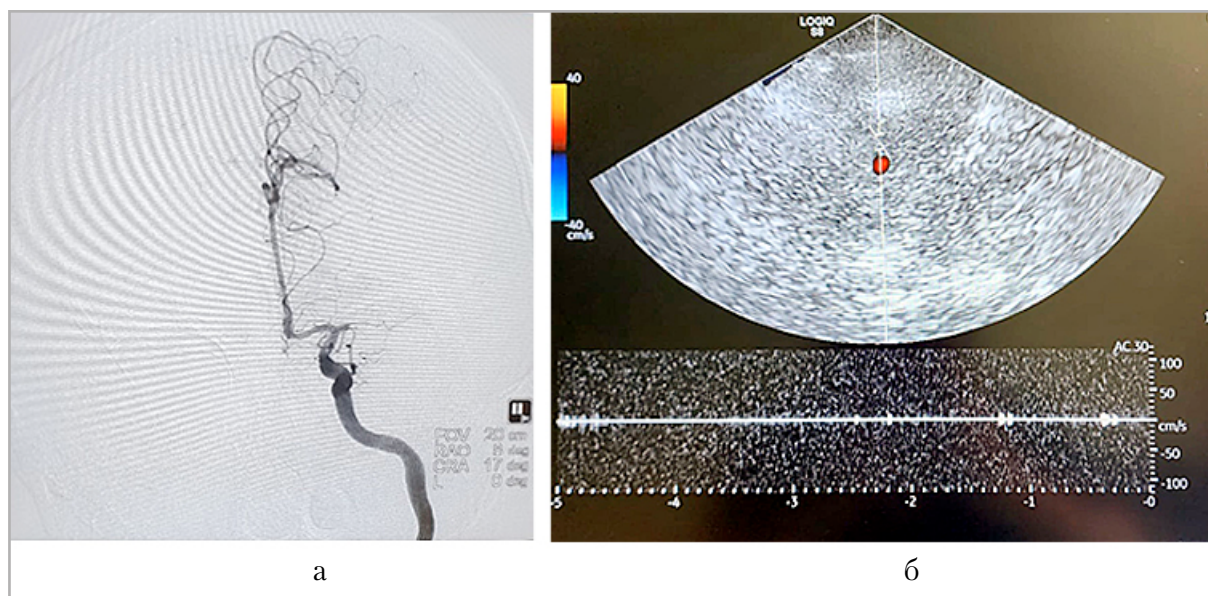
Рентгенконтрастная церебральная ангиография: отсутствие контрастирования (тромбоз) М1 сегмента СМА (а). Транскраниальное дуплексное сканирование: тромбоз М1 сегмента СМА — в режиме цветового дуплексного картирования артерия не окрашивается, в режиме импульсно-волнового доплера кровотоков не регистрируется (б)
